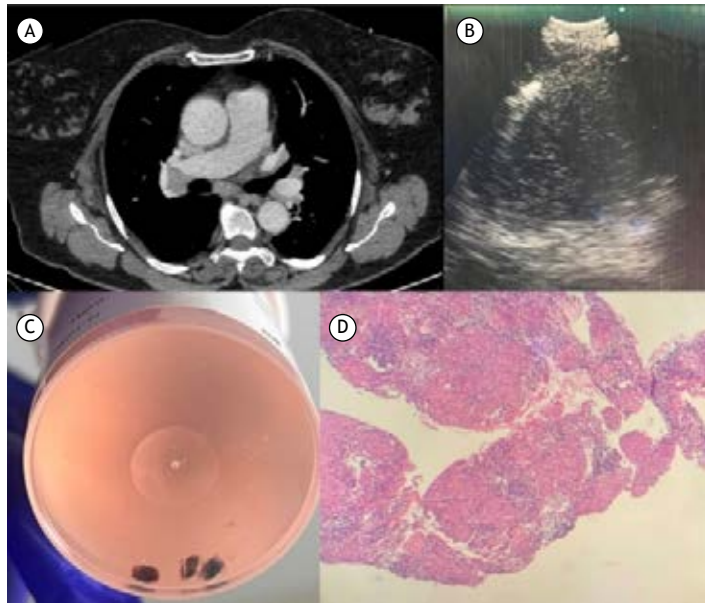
(A) Tomografia de tórax mostrando aumento dos linfonodos infracarinais e hilar direito. (B) Imagem de EBUS mostrando a sonda criogênica dentro do linfonodo. (C) Amostras de EBUS-TBMC. (D) Imagem histopatológica do granuloma.
